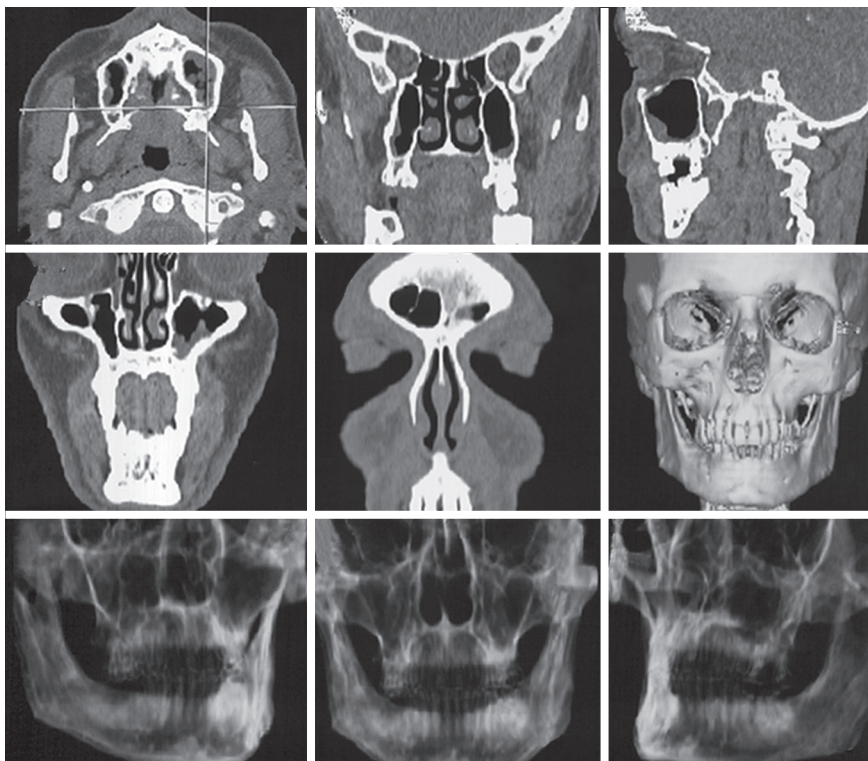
Спиральные рентгеновские компьютерные томограммы околоносовых пазух и зубочелюстной системы с трехмерной реконструкцией изображения
